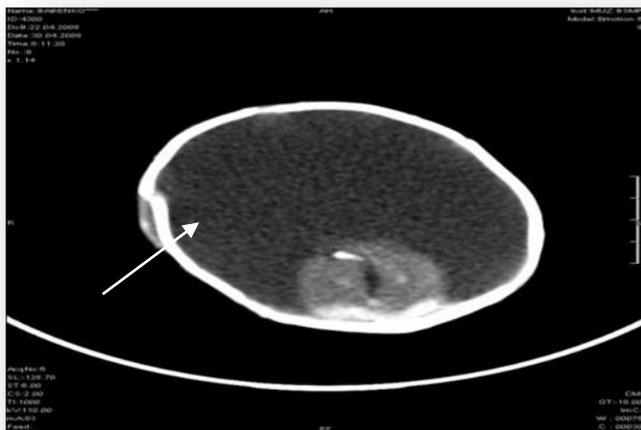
КТ головного мозга того же ребенка с алобарной формой голопроэнцефалии, который позволяет визуализировать единый желудочек головного мозга (стрелка), с тонким слоем коры вокруг.
